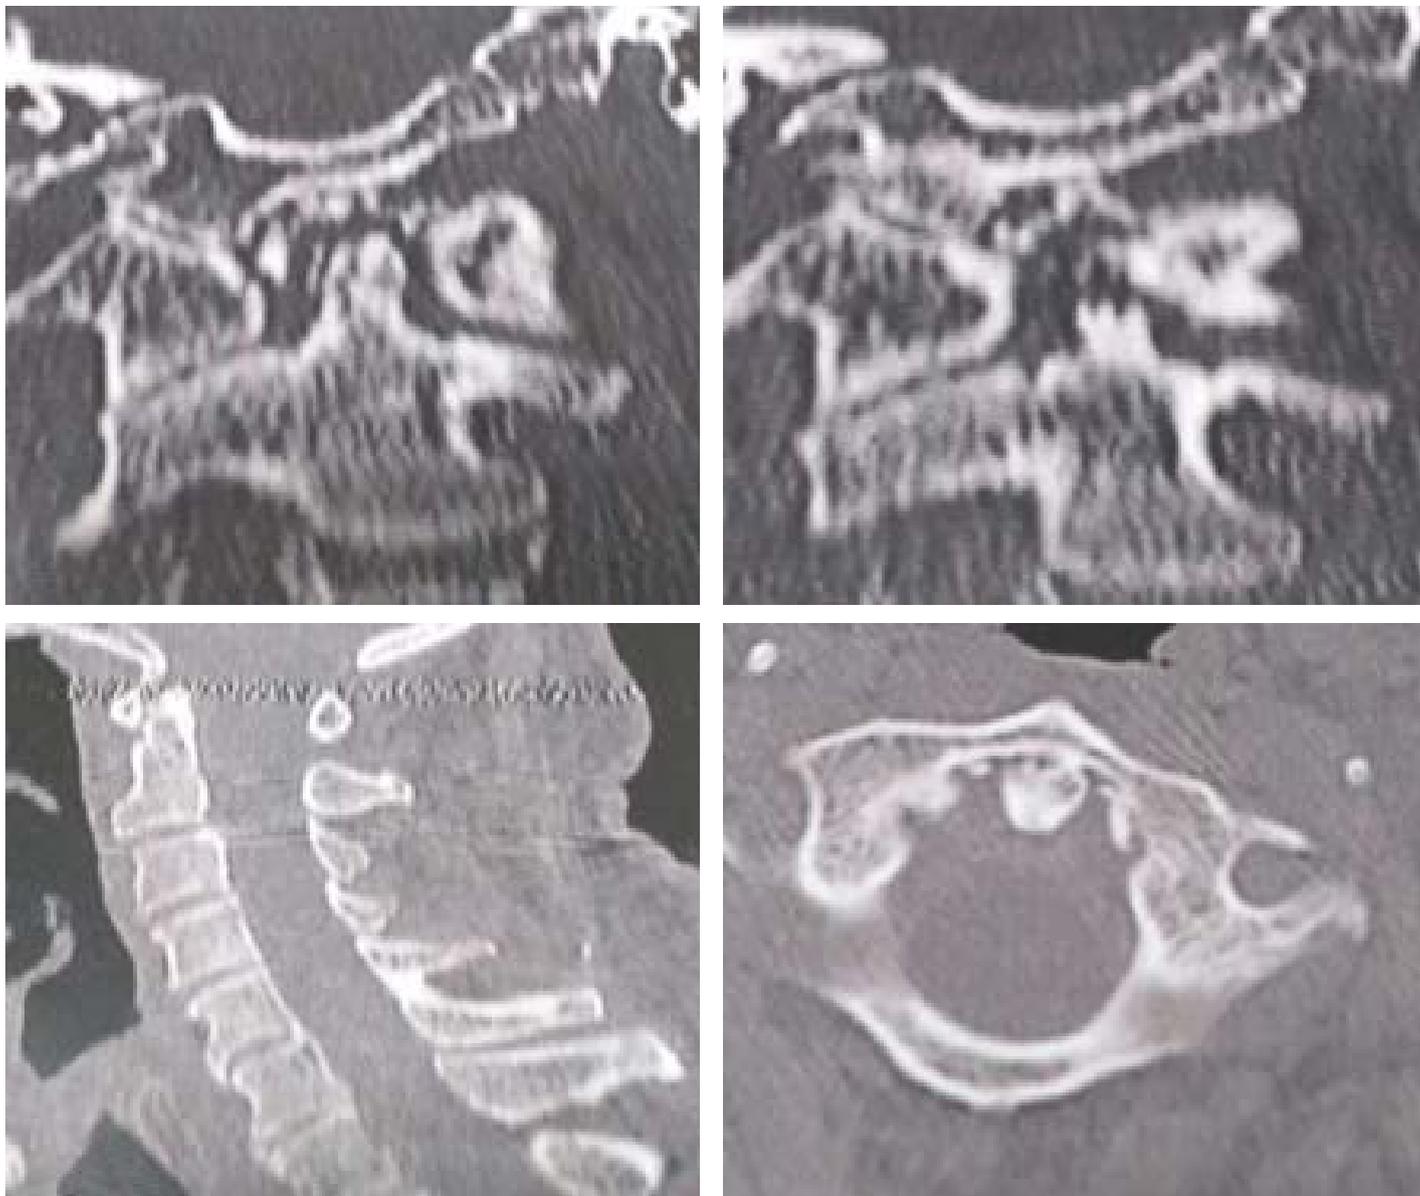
Tomografia computadorizada da coluna cervical, cortes coronal (A e B), sagital (C), e axial (D), evidenciam calcificação dos ligamentos periodontoides notadamente no ligamento transverso do atlas, parte do ligamento cruciforme, compatível com Síndrome do Dente Coroado.
